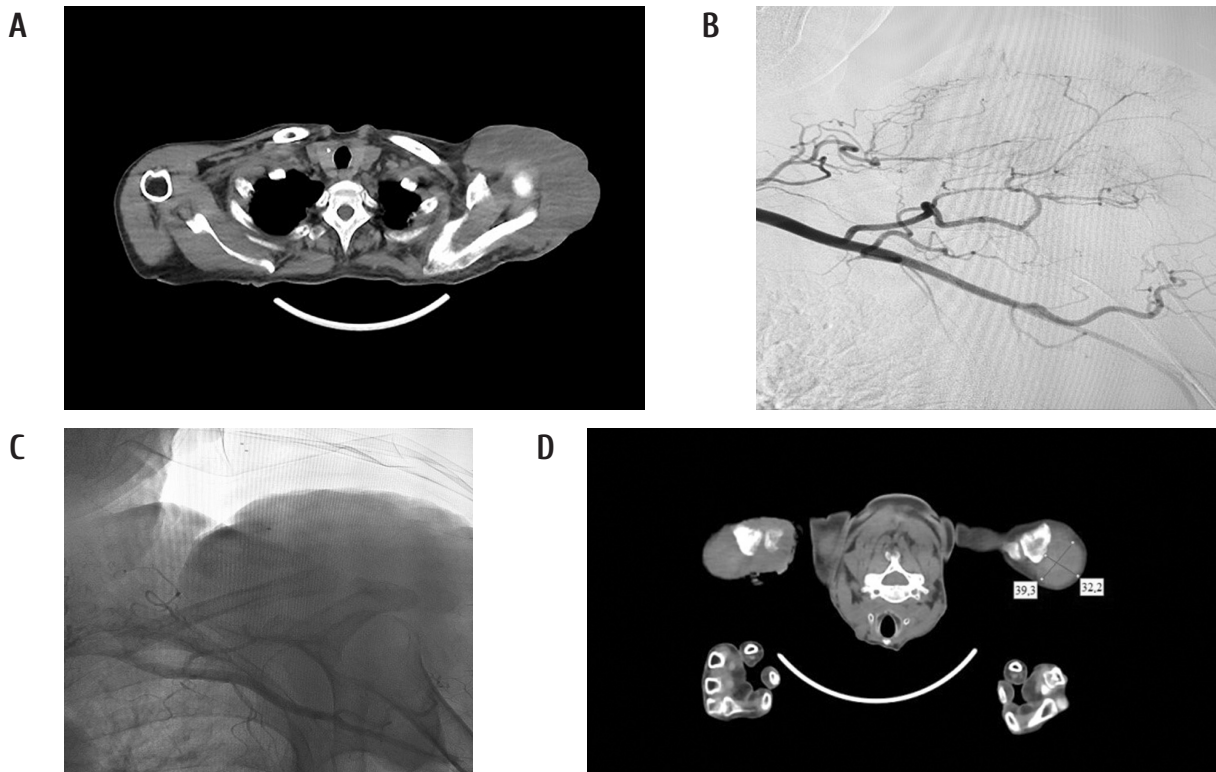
CT scan before treatment (A); arteriography of the arteries feeding the tumor (B); arteriography with embolization of the arteries (C); control CT scan after embolization and radiation therapy (D)
